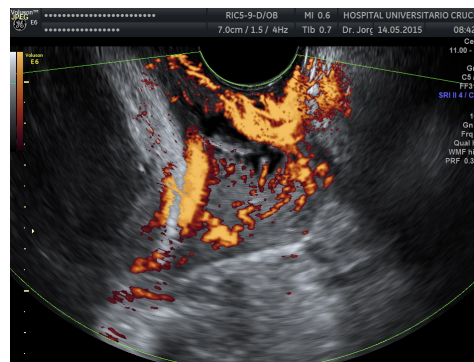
Imagen del cervix con Power Doppler, diástole, PRF 0.3
